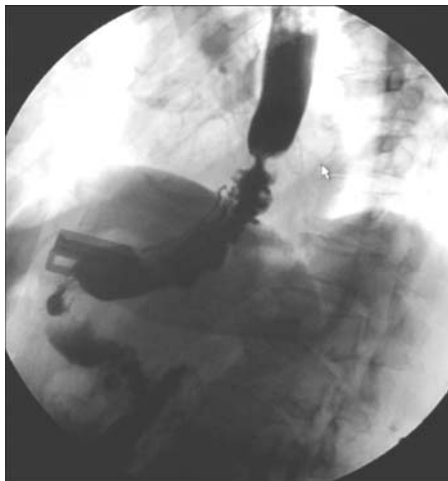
Рентгенограмма желудка через 2 мес после операции. Анастомоз проходим, эвакуация не нарушена.
